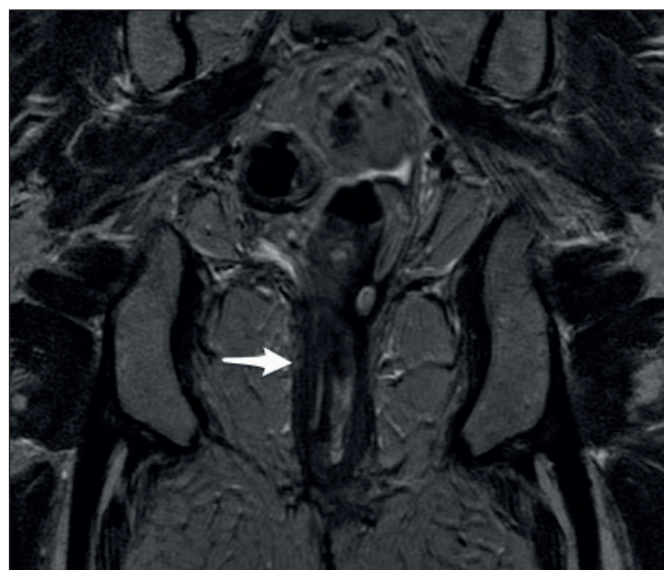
RM: tumoración de recto bajo de unos 7 cm de extensión que ocupa el canal anal alto y la línea pectínea con múltiples adenopatías presacras y pararrectales bilaterales. Hay extensión más allá de la pared rectal, alcanzando la cara posterior de vagina.
